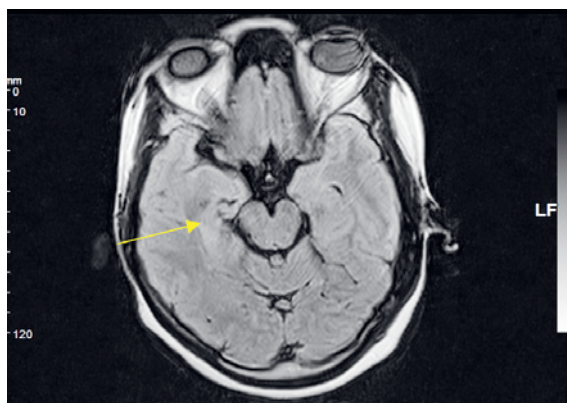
IRM cérébrale en coupe axiale, séquence FLAIR montrant un hypersignal temporal interne droit.
